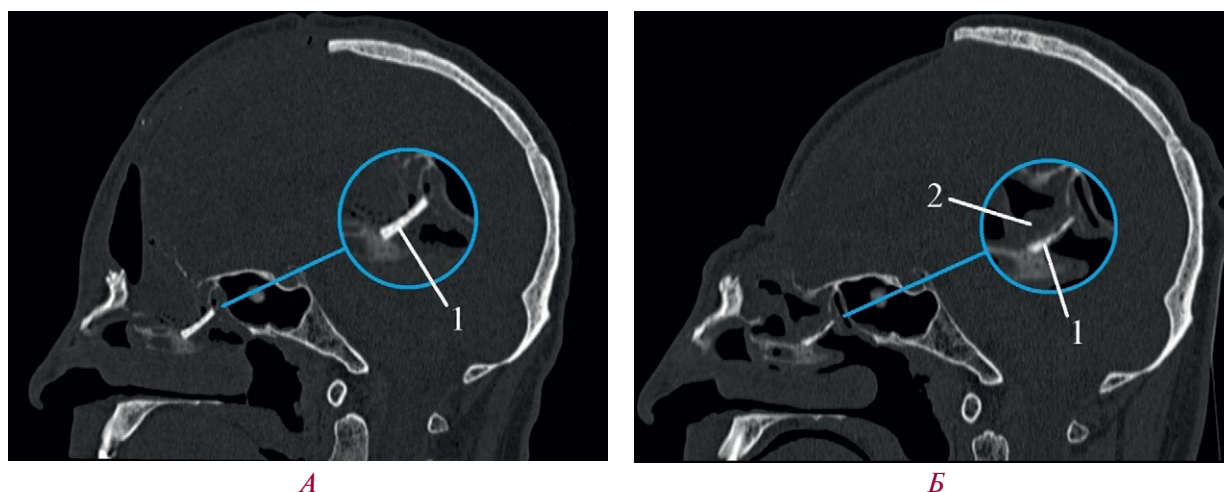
КТ головы, сагиттальный срез, костный режим:
